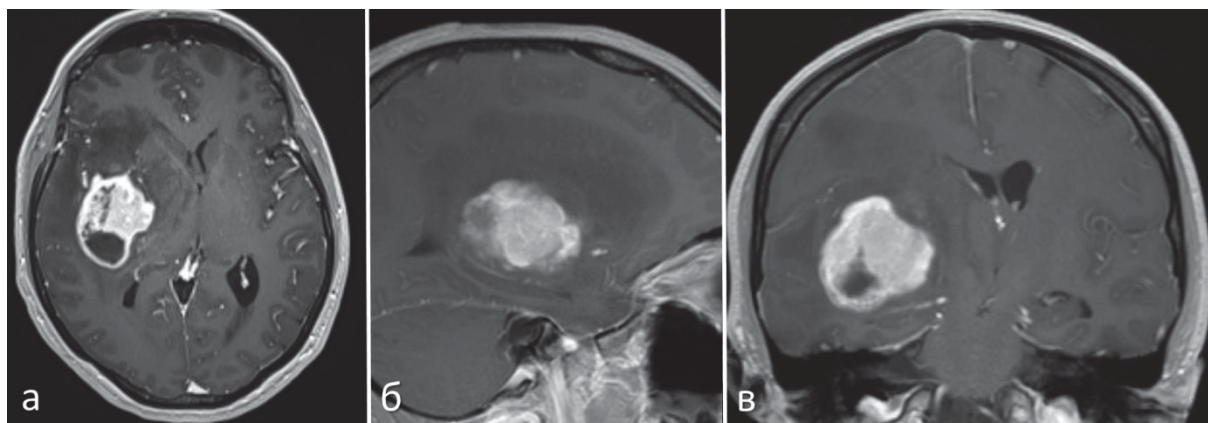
МРТ головного мозга пациентки с глиобластомой (grade 4) правых височной и островковой долей в Т1-последовательности с контрастированием: а – аксиальная проекция; б – сагиттальная проекция; в – коронарная проекция
